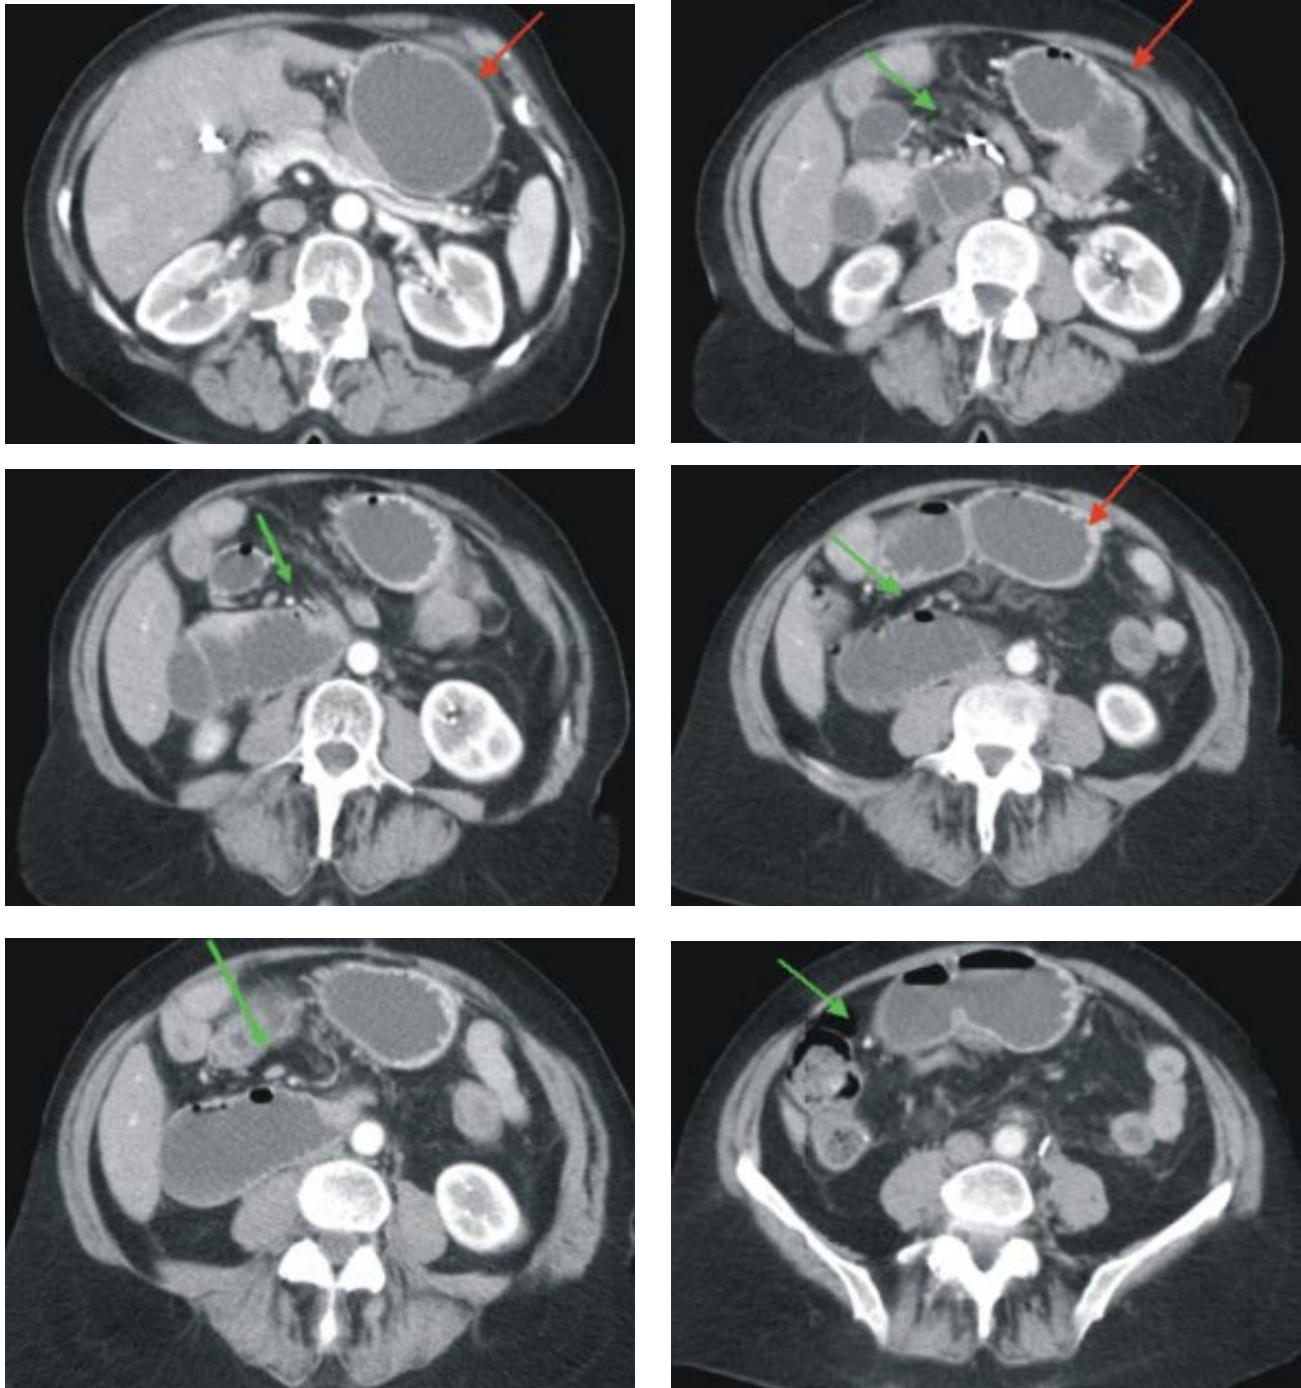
a 6: TC de abdomen con contraste EV, en donde se observa dilatación con contenido liquido, del estomago y duodeno hasta la tercera porción del mismo (flechas rojas), evidenciándose a ese nivel rarefacción de la grasa mesentérica y desplazamiento del ligamento de Treitz y vasos mesentéricos (flechas verdes).
